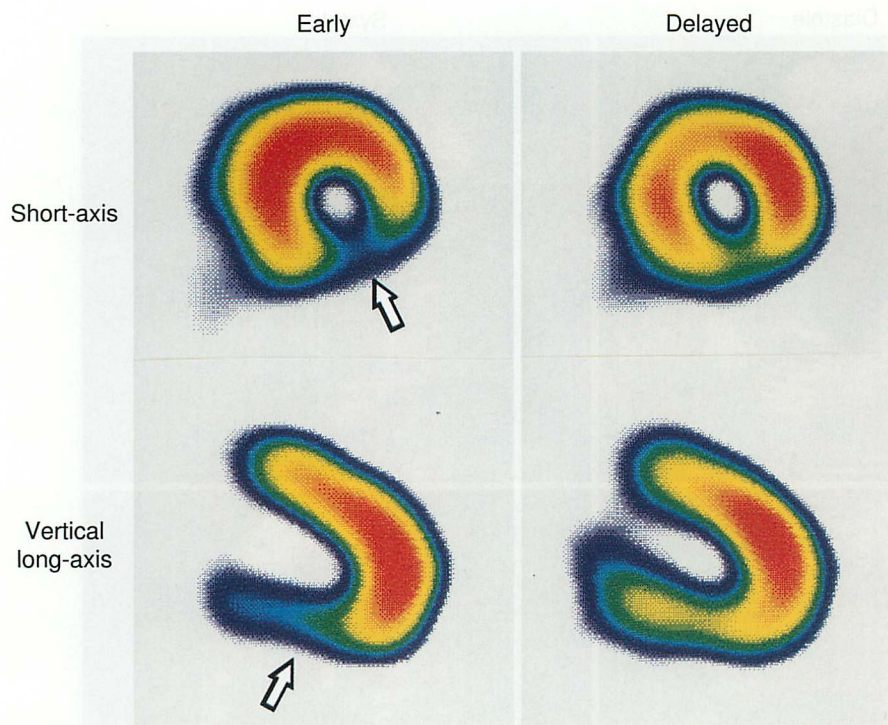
Initial and delayed ATP thallium SPECT images of the same patient in Fig. 3
